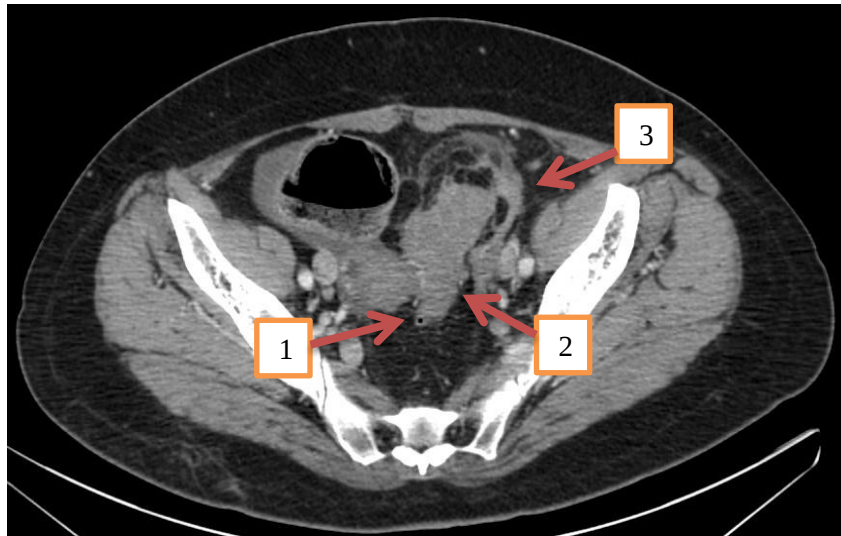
Пациент 3., 52 года. Аксиальное КТ-изображение сигмовидной кишки в артериальную фазу прохождения контрастного вещества. Дивертикулы сигмовидной кишки – стрелка 1. Наличие утолщенной стенки кишки, просвет не определяется – стрелка 2. Параколическая клетчатка уплотнена, с признаками инфильтративных изменений и свободного содержимого – стрелка 3.
